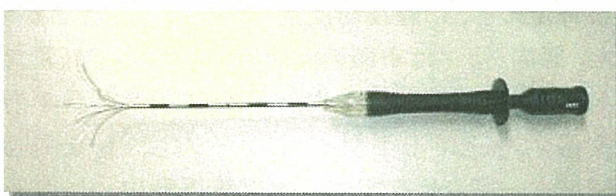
10cm展開針型ニードル(StarBurst MRI, RITA, 米国)
